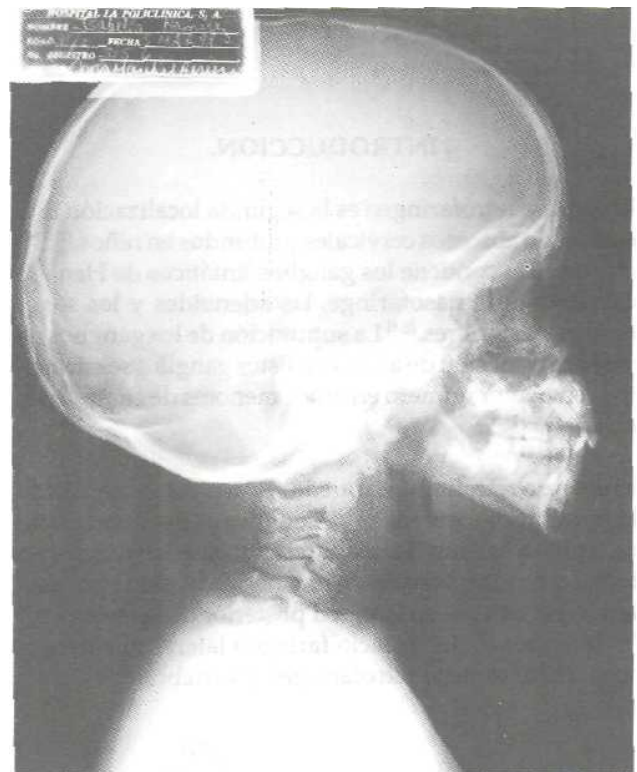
Radiografía lateral de cuello 8 días postoperatorio, se aprecia normalización de la curvatura cervical, espacio prevertebral ligeramente aumentado.
